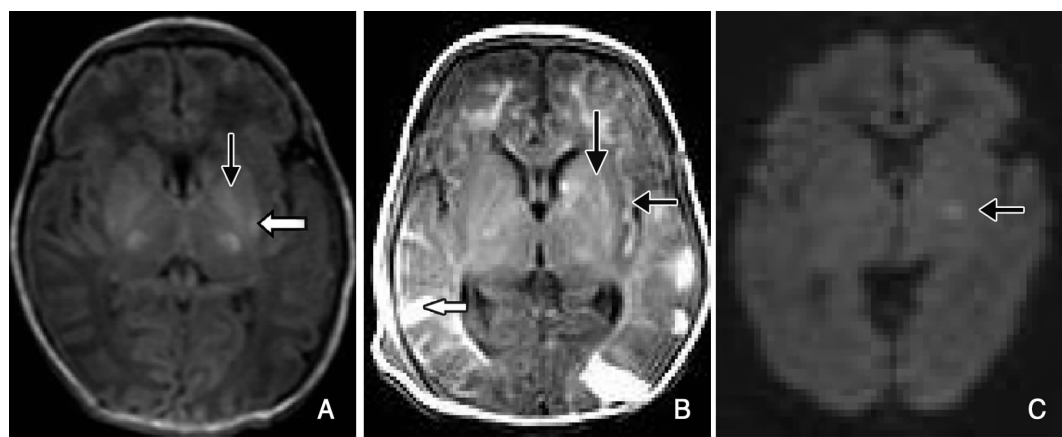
HIE 患儿 MRI 表现 A:T₁WI 示双侧苍白球(↓示)、壳核(←示)、背侧丘脑对称性片状高信号; B:T₁WI 示除了双侧壳核高信号(↓示),双侧岛叶皮质迂曲条状高信号(←示),双侧额、颞、枕叶脑实质出血(←示); C:DWI 示左侧基底节区小片状高信号(←示)。
